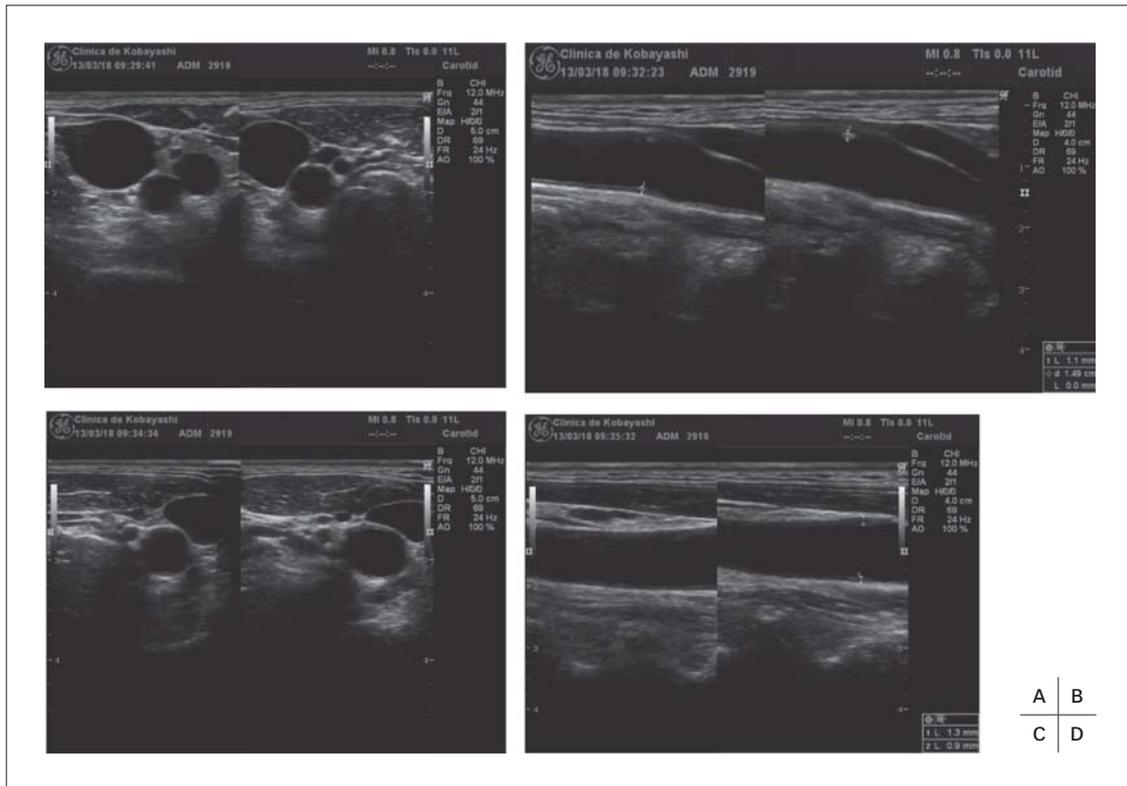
頸動脈エコー所見 (2013年3月18日)
